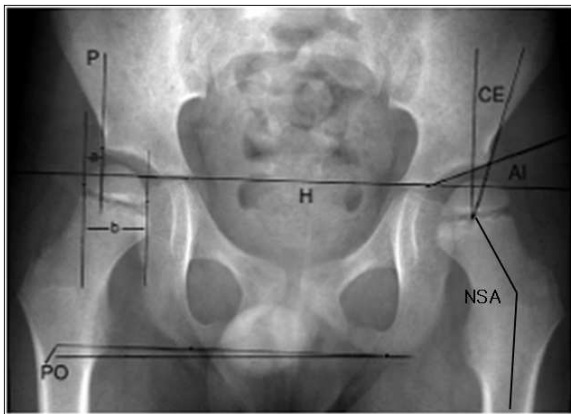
Radiographic measurement of hip
